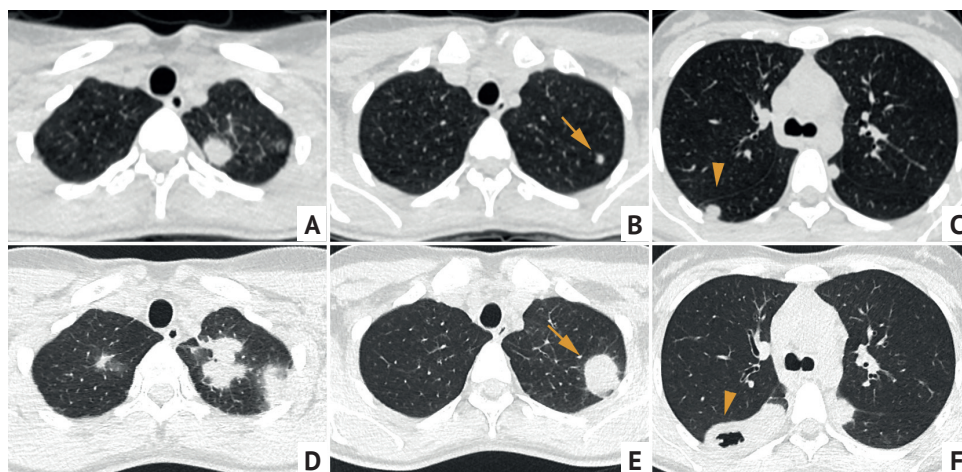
Пациентка 30 лет, компьютерная томограмма органов грудной клетки в аксиальной проекции (A–C) от 29.11.2018 и 19.12.2019 (D–F) на соответствующих уровнях. Гранулематоз с полиангиитом (морфологически верифицированный). Узловые округлые образования в обоих легких с медленной отрицательной динамикой — увеличение в размерах (стрелка), появление распада на месте одного из узлов (головка стрелки)
